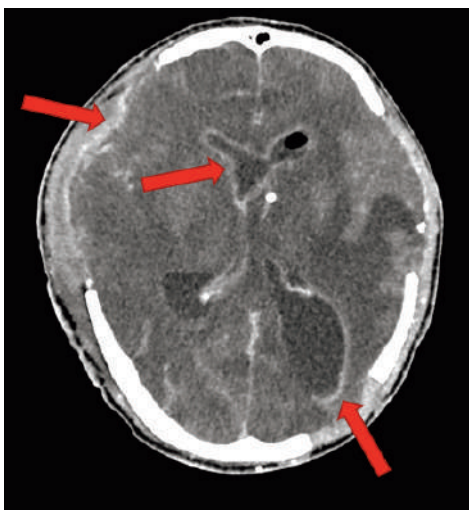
МСКТ-АГ. КТ-картина энтерикулита, менингита
